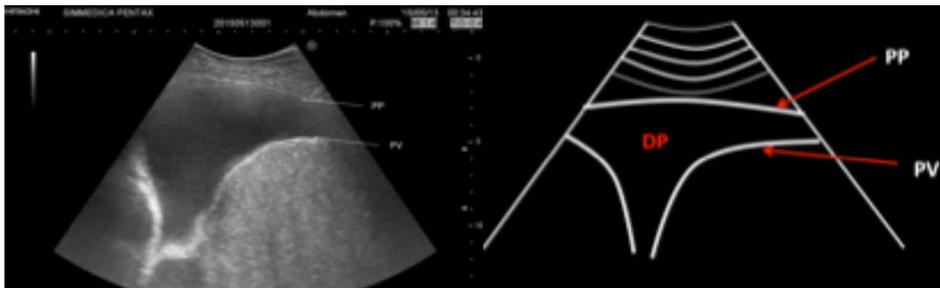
Ecografía de la pared torácica en la que se observa la pleura parietal (PP) y visceral (PV), así como el derrame pleural, anecoico (DP), entre ambas.
